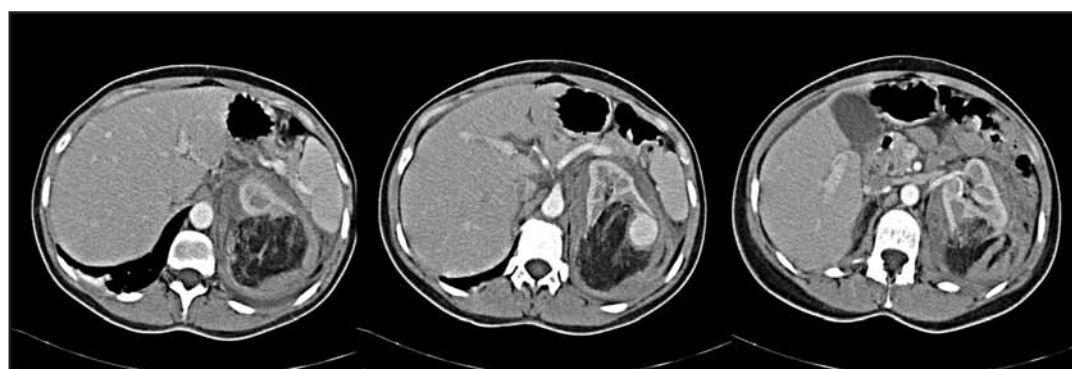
Angiomiolipoma roto en una paciente de 43 años. (a) La TC con contraste muestra una tumoración de atenuación grasa en el polo superior del riñón izquierdo que desplaza el parénquima renal anteriormente. Dos cortes a un nivel inferior muestran un aneurisma rodeado de hematoma en el interior del tumor (b) y una alta atenuación en el espacio perirrenal sugestivo de hematoma (c).
